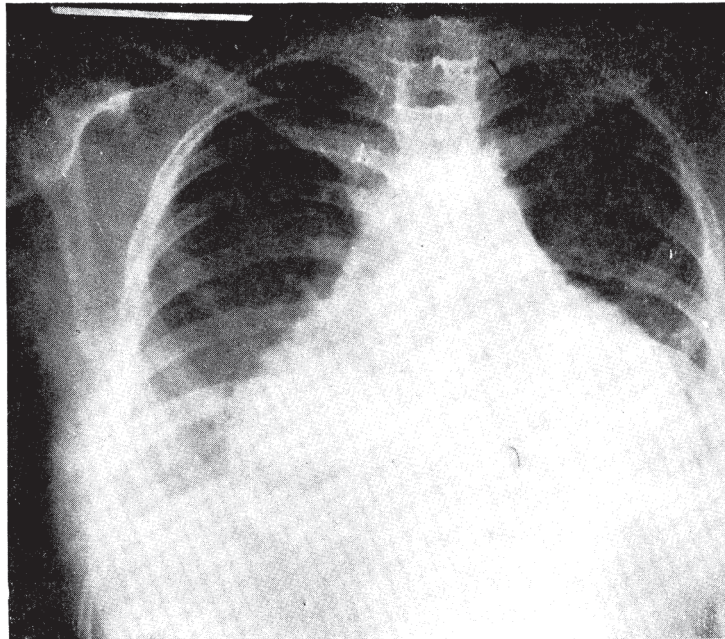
A postero-anterior chest radiograph showing enlargement of cardiac shadow with evidence of pulmonary congestion, and haziness at the right costophrenic angle.
